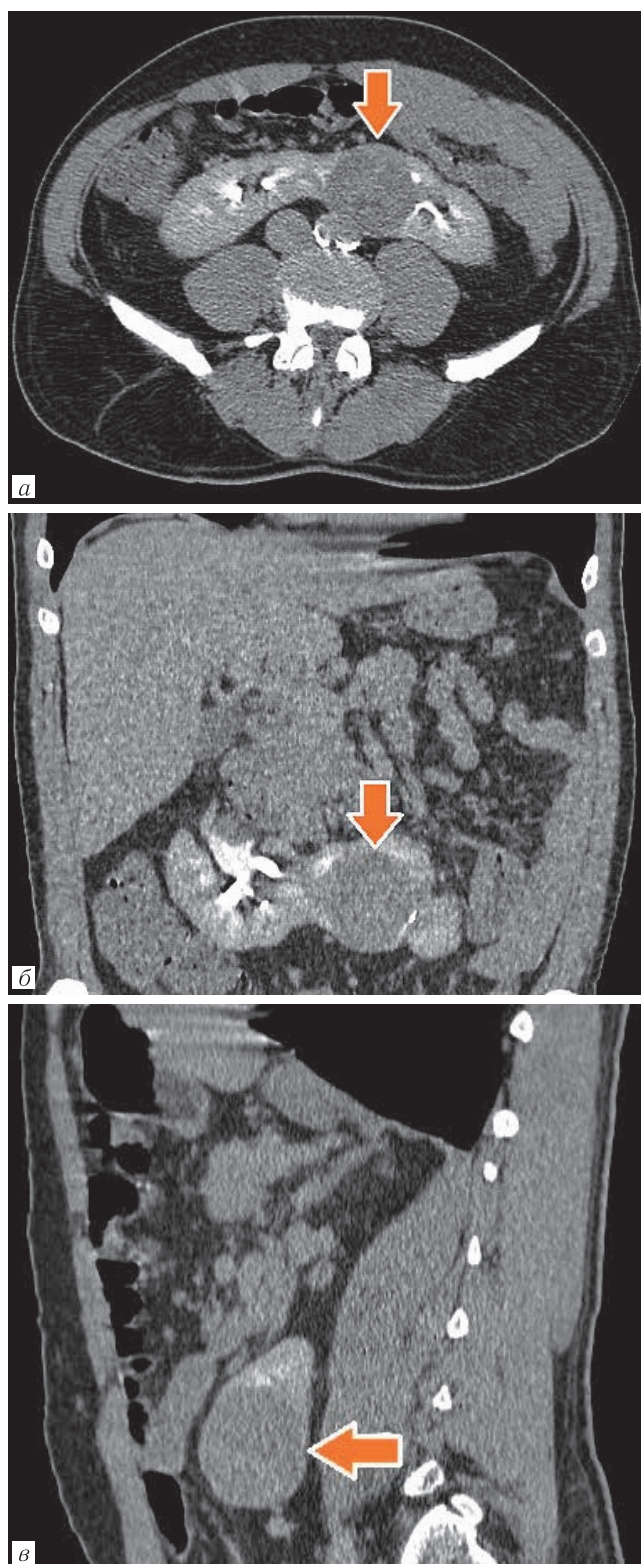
Компьютерная томография в артериальную (а), паренхиматозную (б) и выделительную (в) фазы. Участок некроза в структуре опухоли левой половины подковообразной почки (стрелка)
